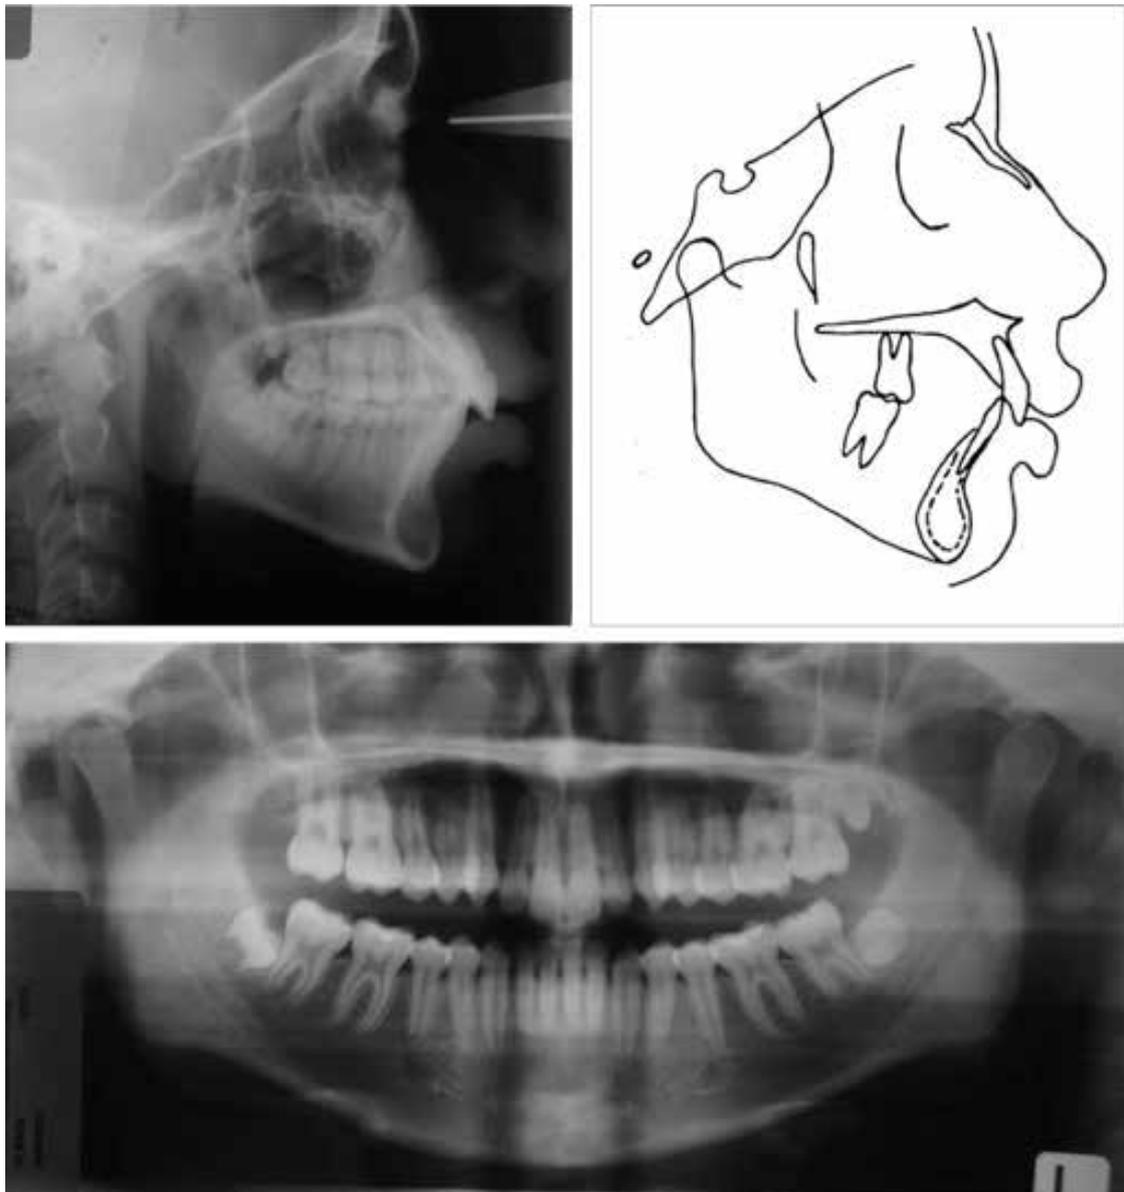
Radiografías cefalométrica y panorámica pretratamiento
